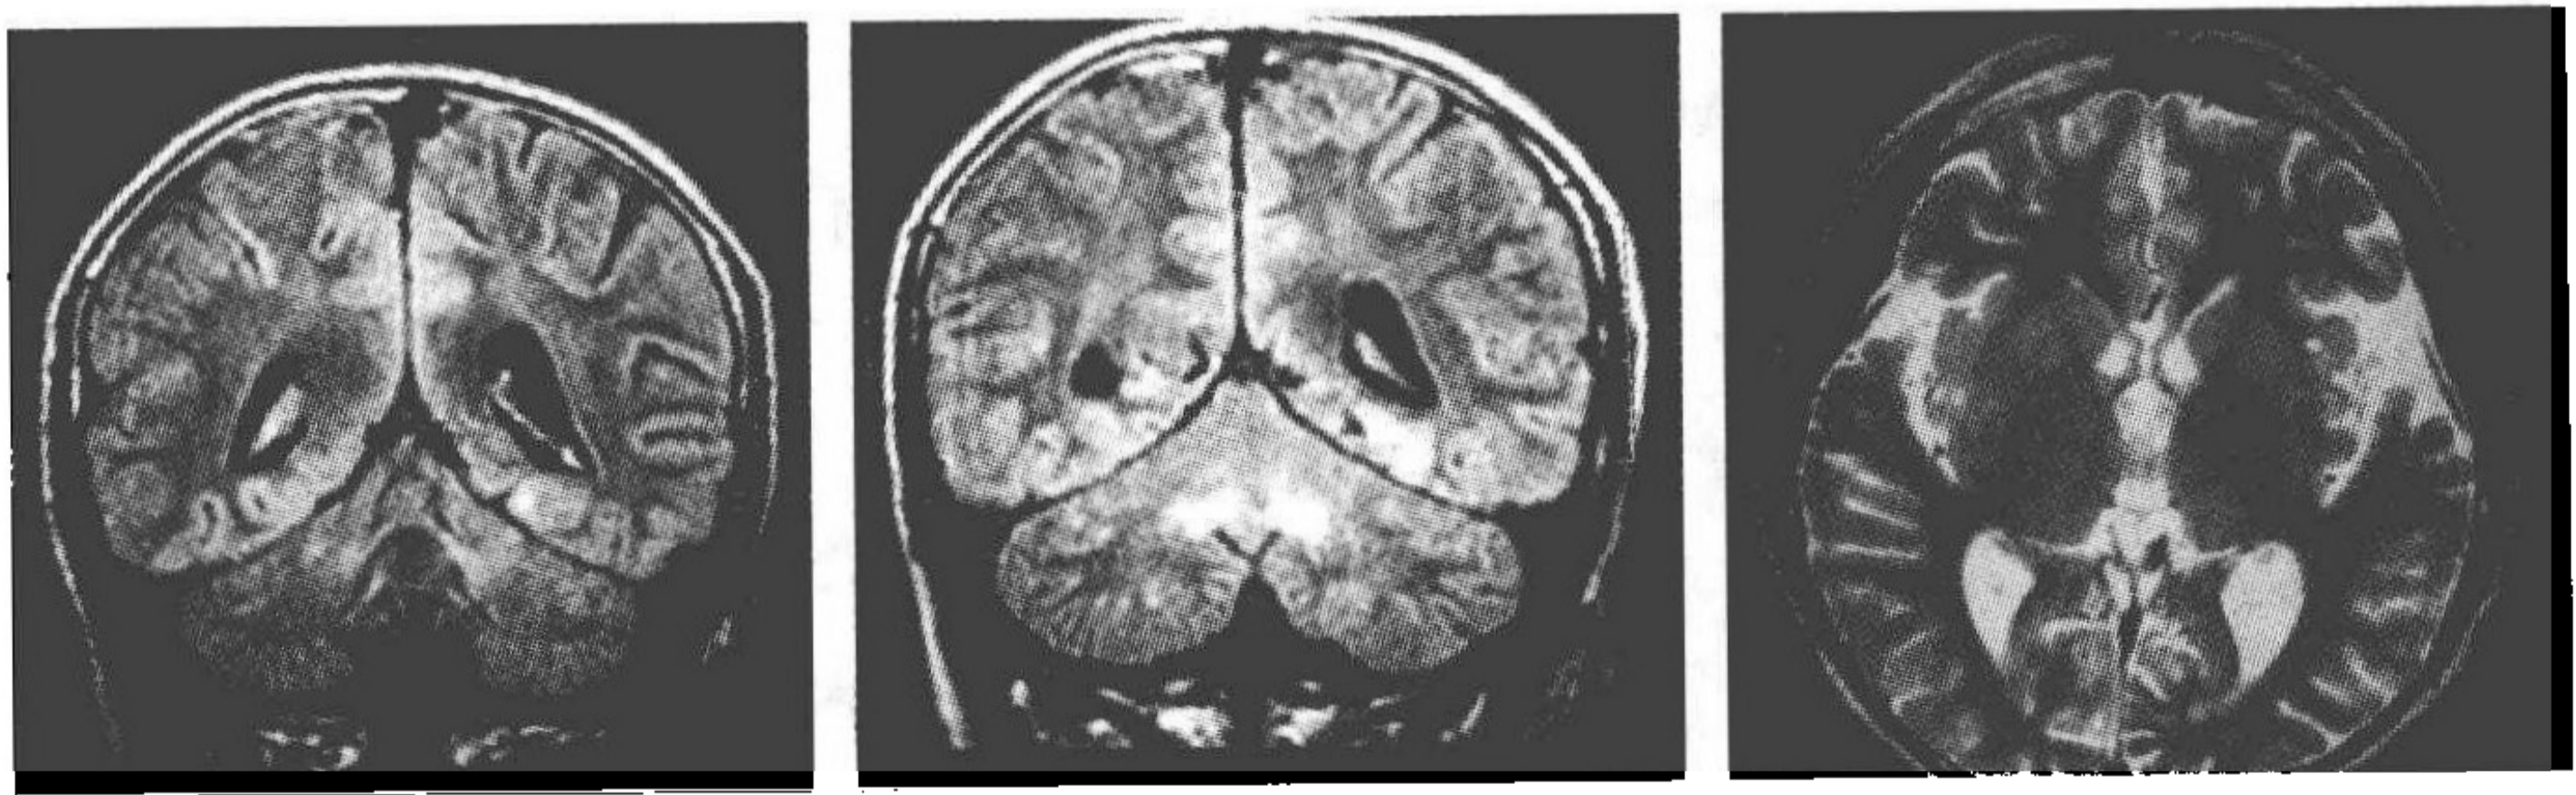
2008年2月MRI示双侧枕叶及大脑脚片状异常信号;脑室扩大
